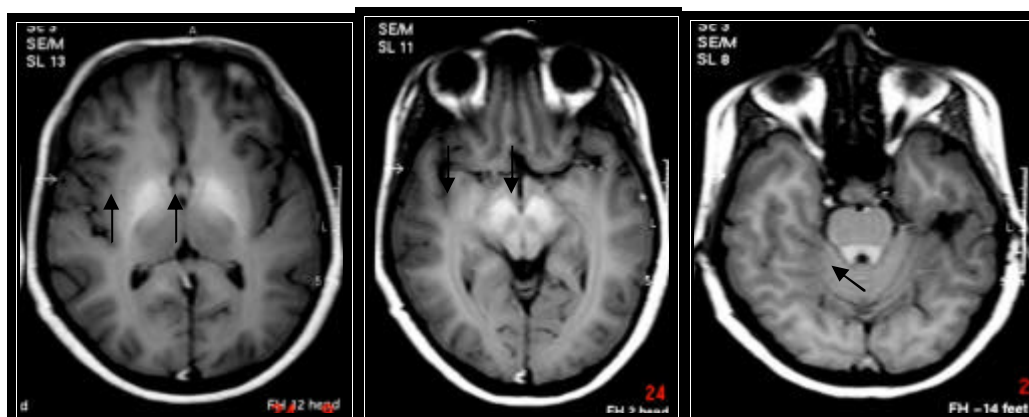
Paciente 18. Jovem de 15 anos apresentando na RM do encéfalo axial SE T1 hipersinal nos globos pálidos, pedúnculos cerebrais e periaquedutal (seta).
